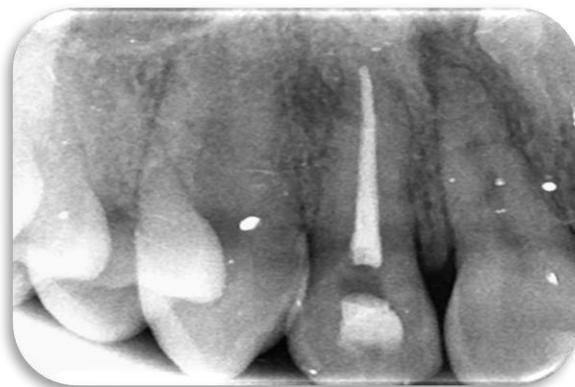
Radiografía prueba de cono
